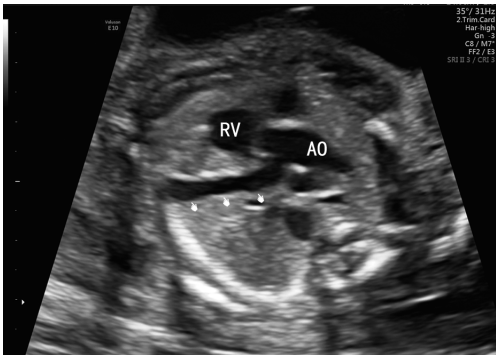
二维超声心动图示主动脉根部明显扩张的左冠状动脉(RV:右室;AO:主动脉)
